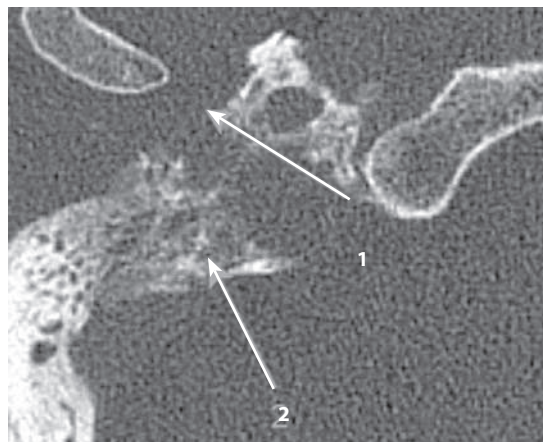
КТ правой височной кости, аксиальная проекция. Параганглиома, тип В: барабанная полость заполнена мягкотканым субстратом, отмечено истончение костной стенки луковицы яремной вены
